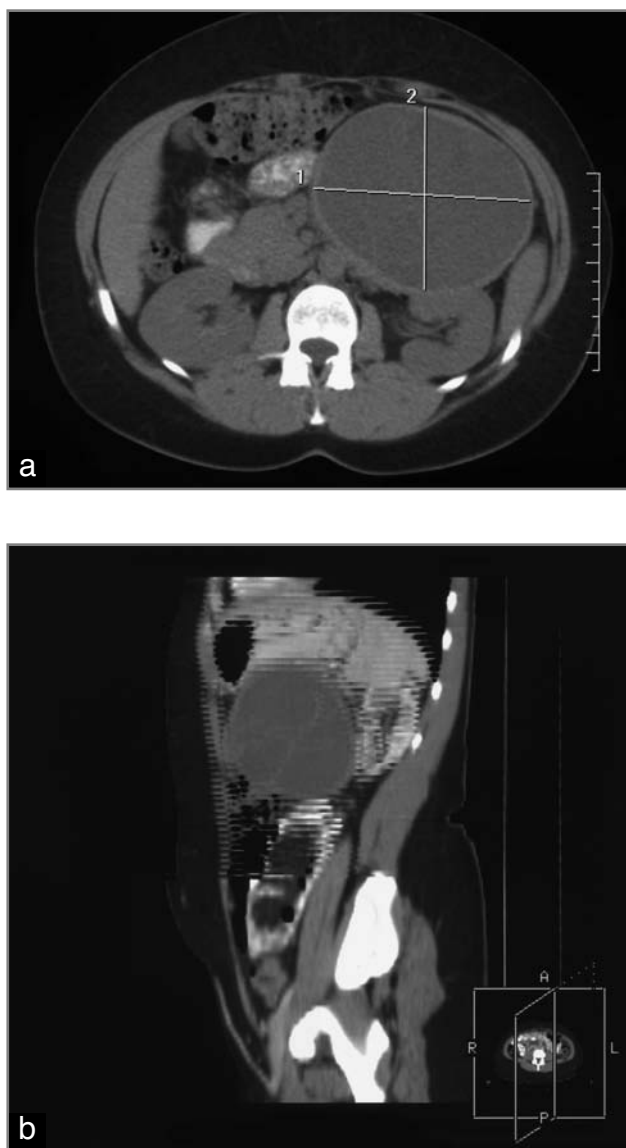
Voluminoso cistoadenoma mucinoso della coda del pancreas. Quadro radiologico TC assiale e sagittale.
